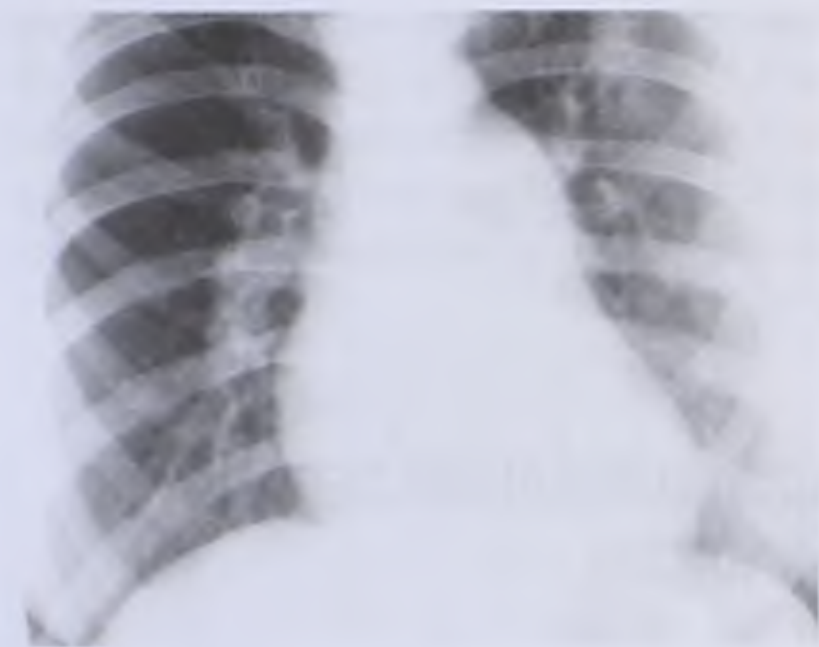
Рентгенограмма в прямой проекции. Митральный стеноз
